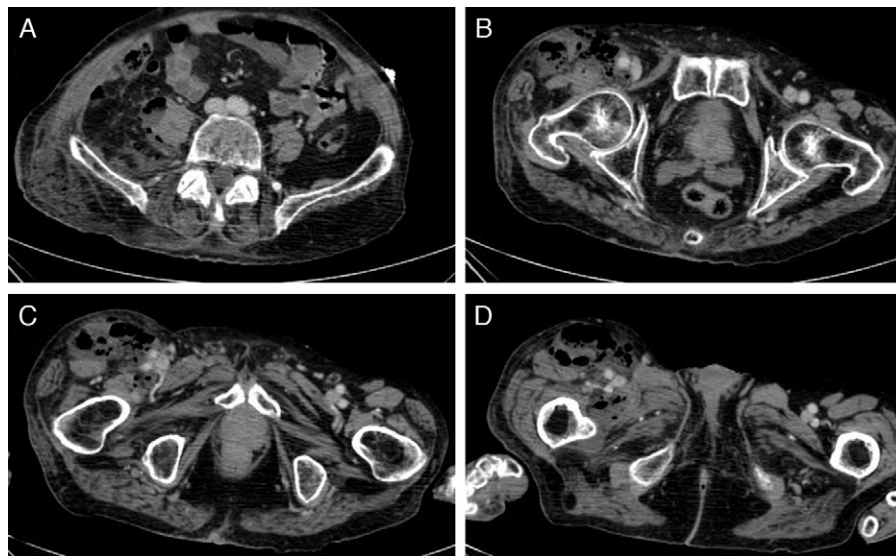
TC abdominopélvica. A) Afectación de los tejidos con origen en la musculatura lumbar hasta el músculo glúteo derecho. B) Afectación del canal inguinal derecho lateral al paquete vasculonervioso. C) y D) Afectación del tercio medio del muslo derecho rodeando el paquete vasculonervioso en su totalidad.
